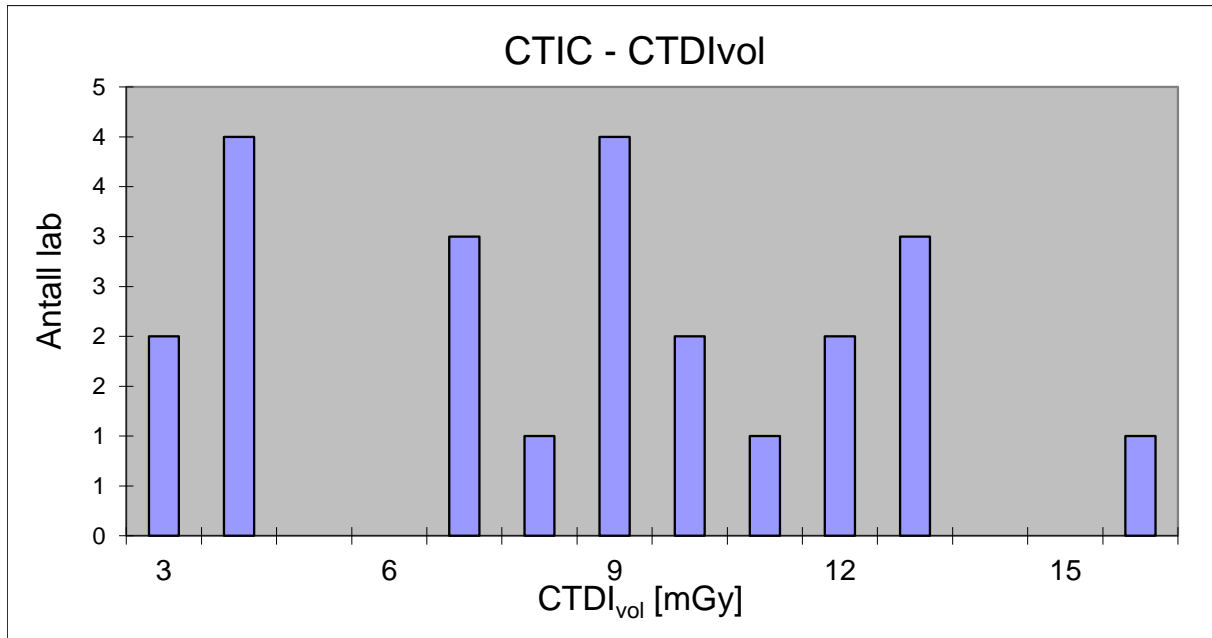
Fordeling av de innsamlede $CTDI_{vol}$ verdiene for CT colon.
